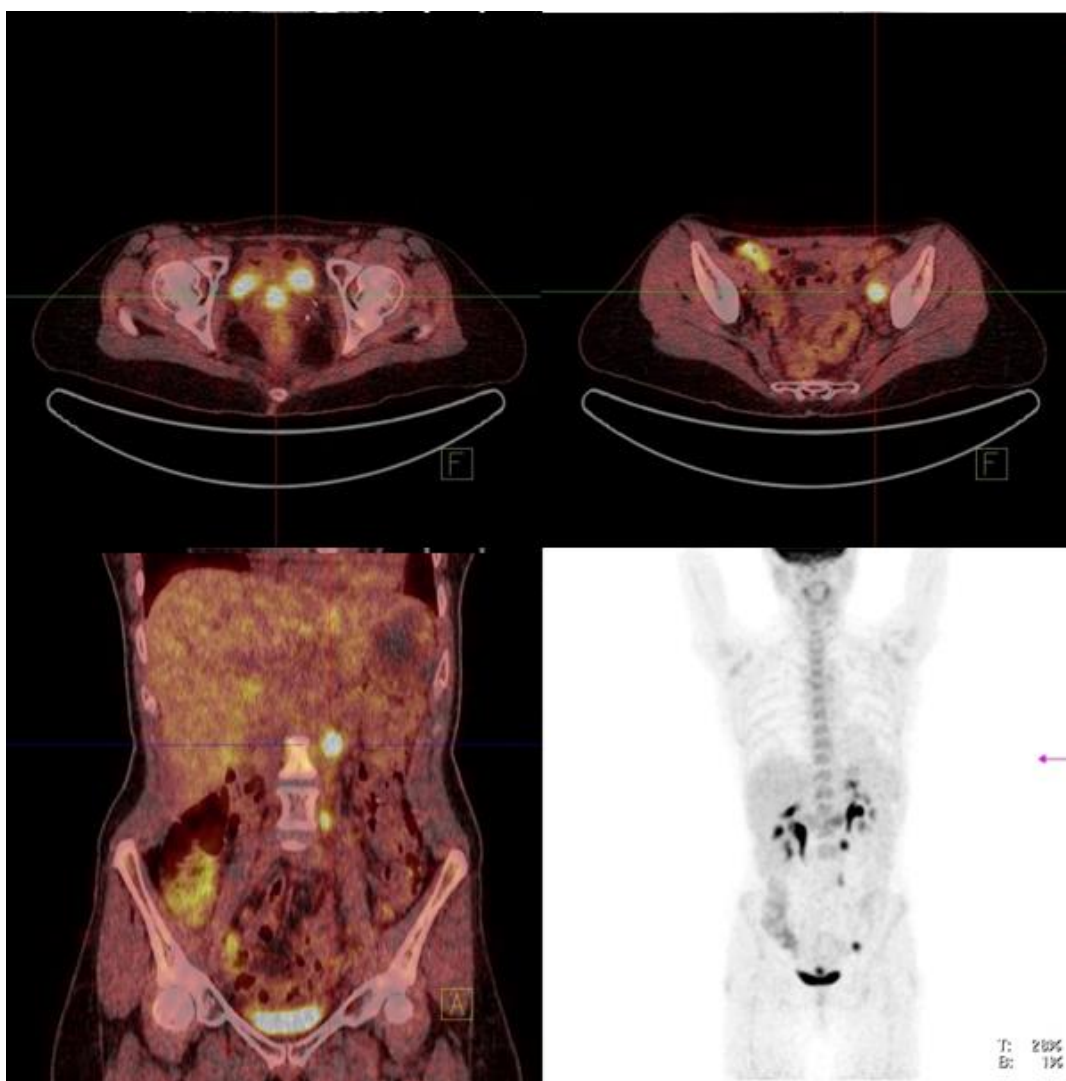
FDG PET/CT u proceni odgovora na hemoradioterapiju, u donjem redu inicijalne slike pre terapije, gornji red kontrolni PET/CT nakon HRT. Leva slika prikazuje potpunu metaboličku regresiju u nivou primarnog tumora, a desno se vidi takođe potpuna regresija metaboličke aktivnosti u parailijačnim limfnim čvorovima.
